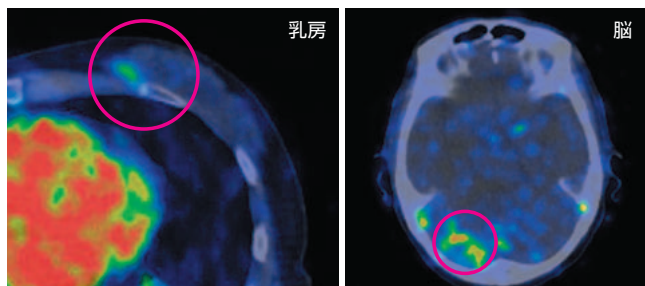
乳がん細胞のHER2発現を調べるトラスツマブPETプローブ
